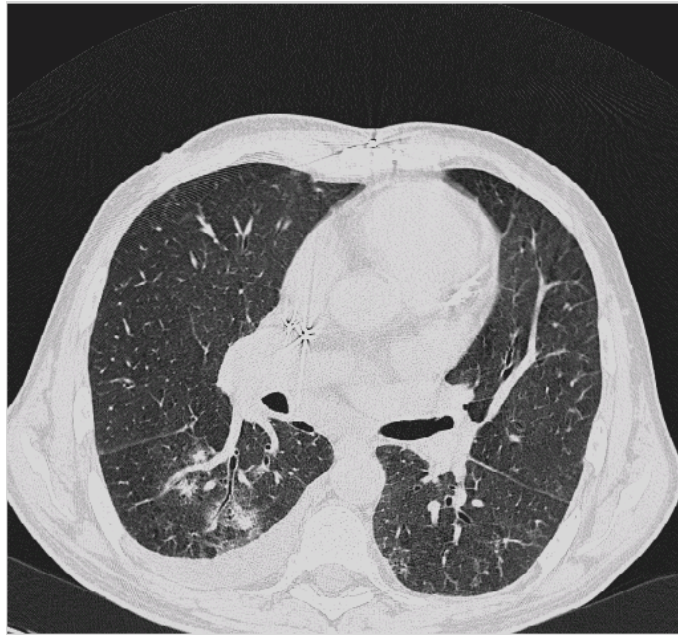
HRCT - fokale pulmonale Infiltrationen im rechten Unterlappen und pleurale Begleitreaktion rechts dorsal bei fehlenden klinischen Zeichen einer kardialen Dekompensation.
